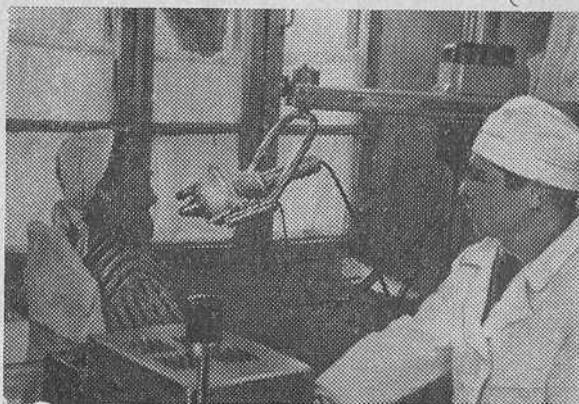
Исследование функционального состояния щитовидной железы дистанционным методом при помощи диагностической сцинтилляционной установки (ДСУ-61).
